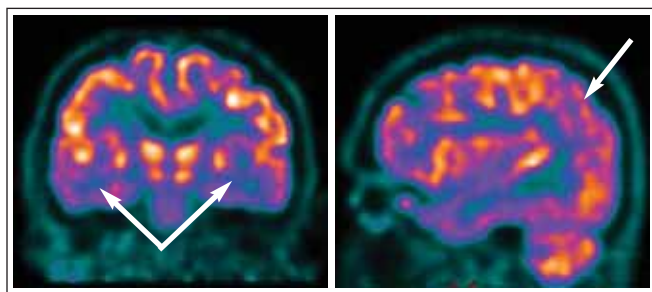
ПЭТ головного мозга. Диффузное снижение уровня потребления глюкозы в теменных и височных долях (стрелки)
